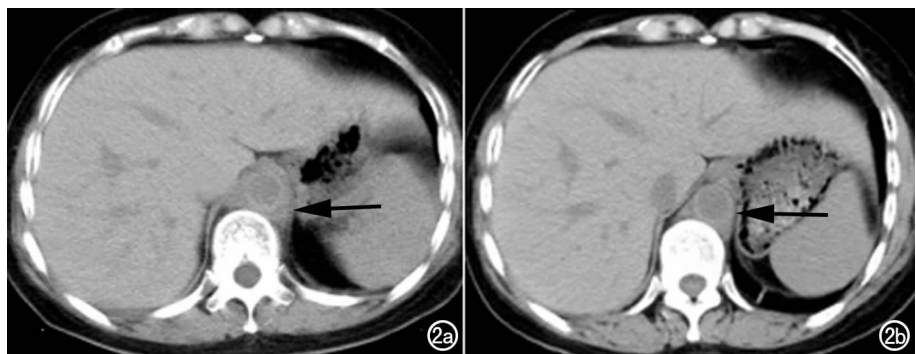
a) CT 平扫示患者激素治疗前,腹主动脉周围见软组织影(箭); b) 患者治疗后 CT 平扫示腹主动脉周围软组织影较前明显缩小。
